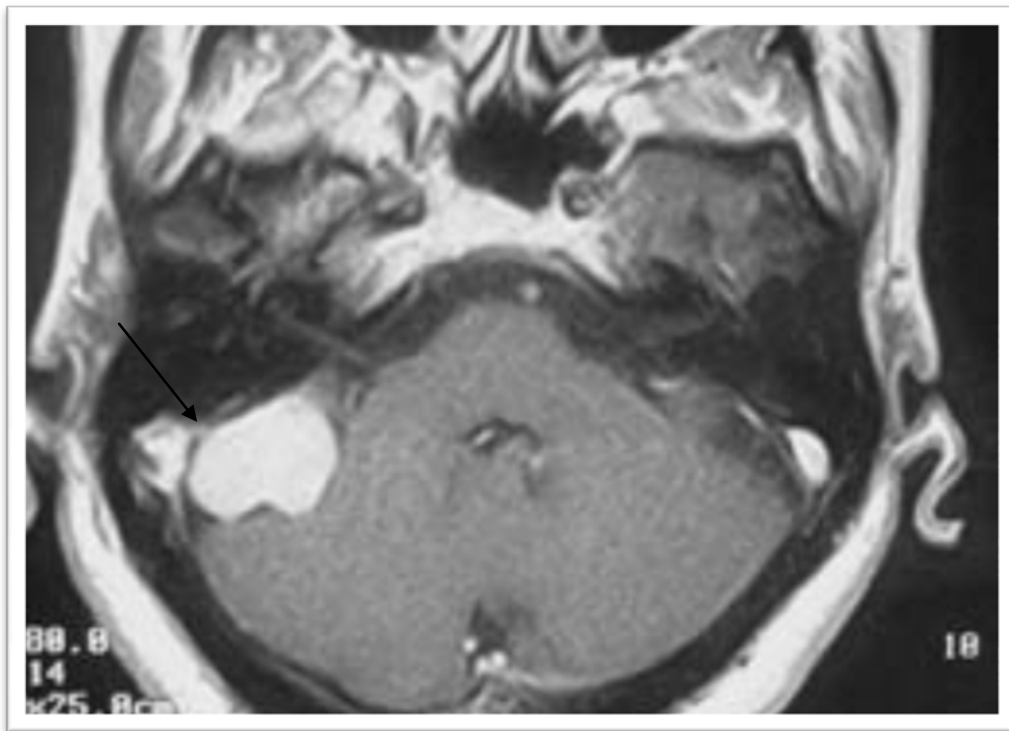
IRM T1 injectée montrant un méningiome de l'angle pontocérébelleux droit :
